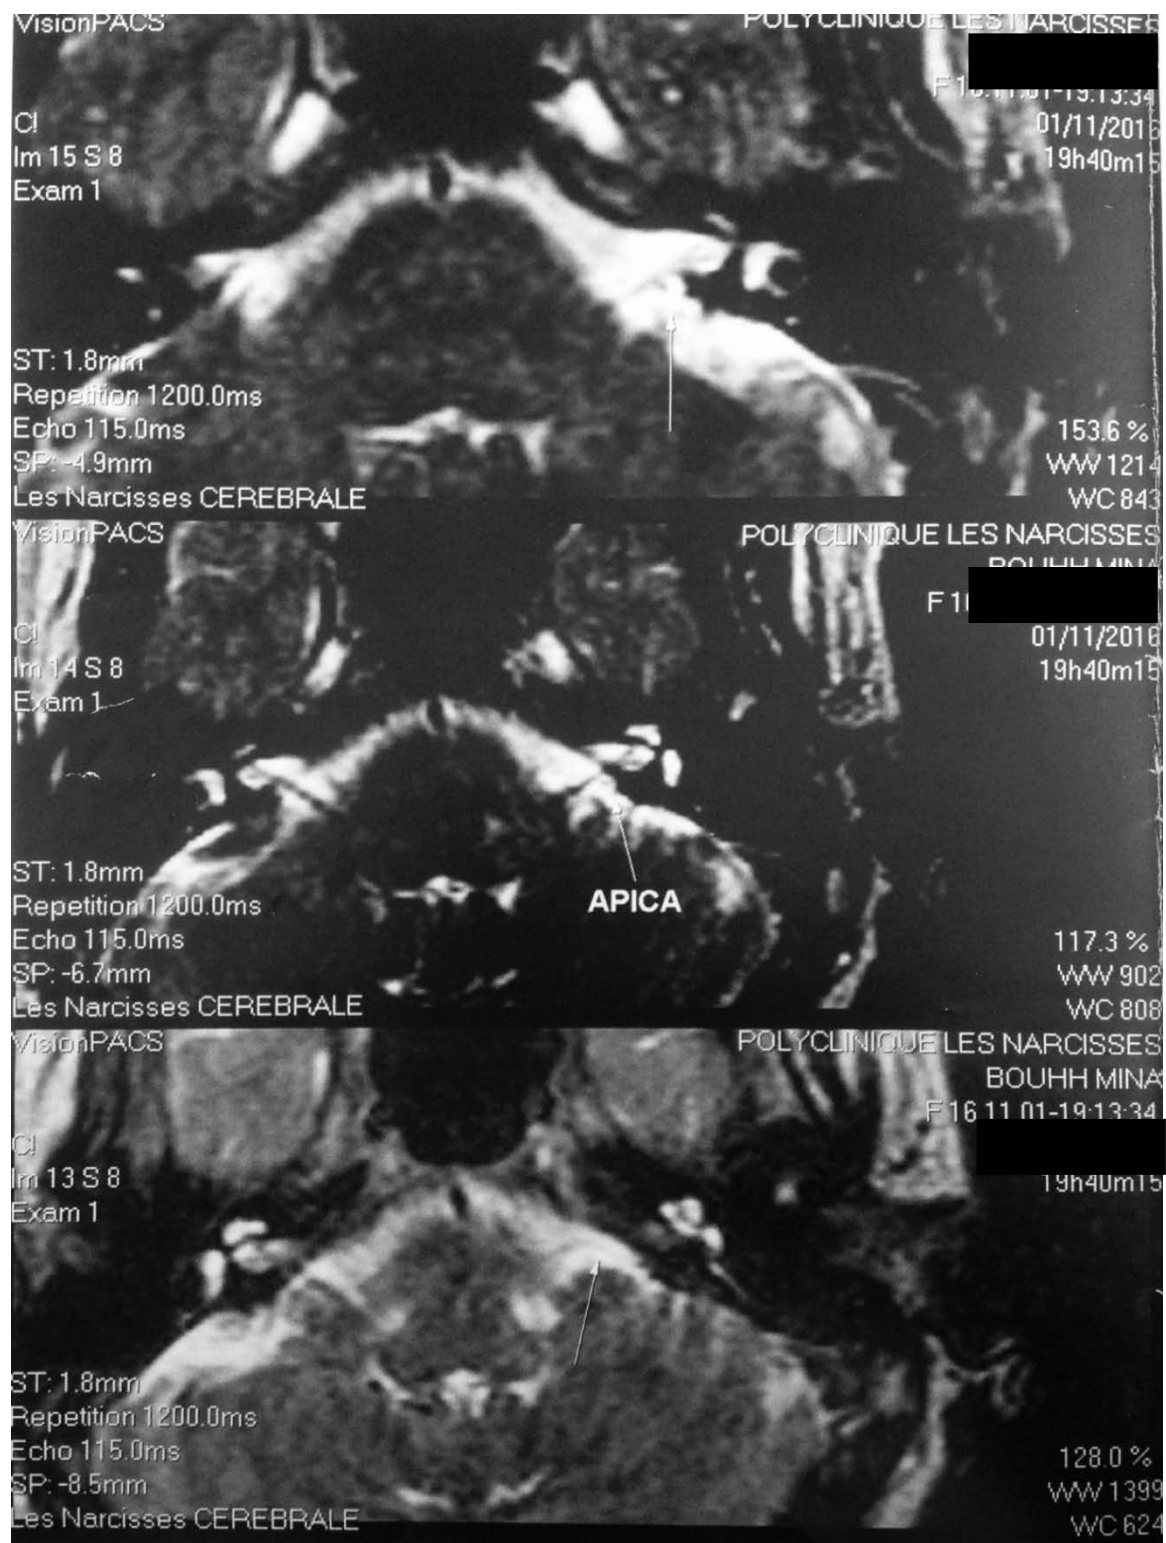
Coupes IRM centrées sur l'angle pontocérébelleux en séquences FIESTA et T2, montrant un conflit vasculo-nerveux entre l'artère cérébelleuse postéro-inférieure et le paquet acoustico-facial gauche.
